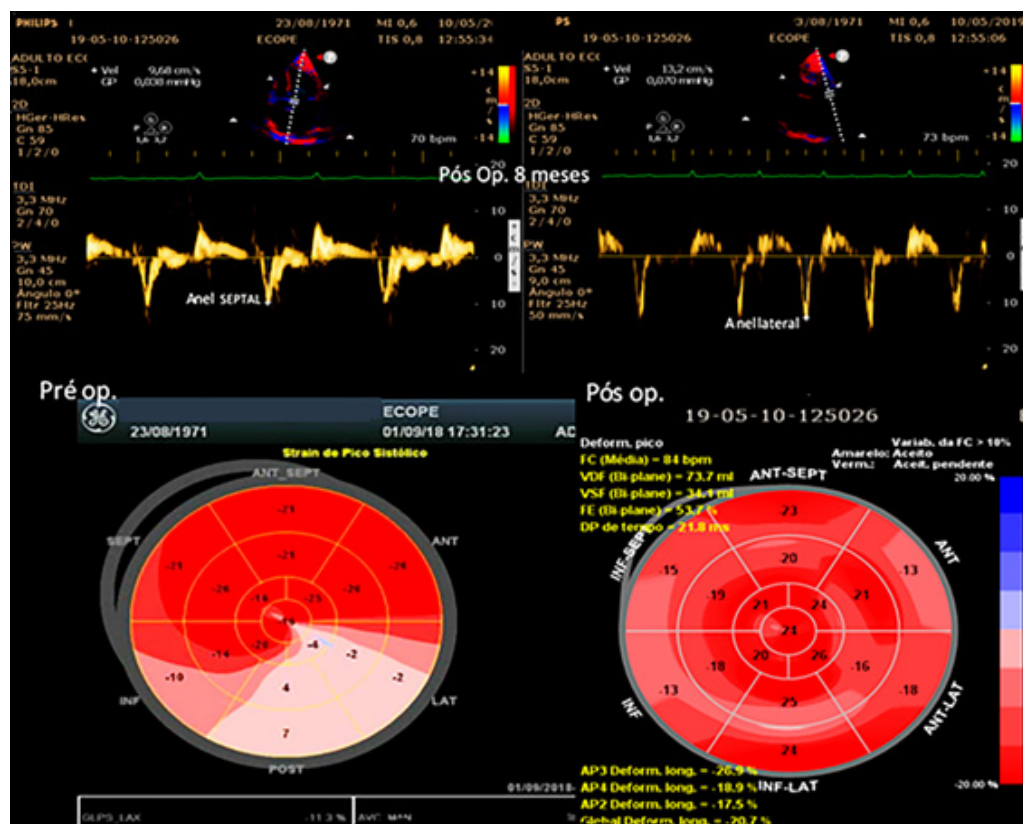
Acima (Doppler tissular): Normalização da velocidade no anel lateral (onda E' anel lateral > septal); abaixo (Strain Longitudinal global): Normalização da deformidade nas paredes inferolateral e anterolateral.
